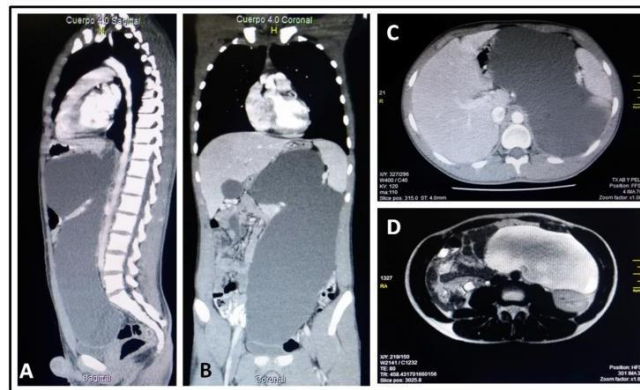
TC de abdomen y pelvis. A) Corte sagital de quiste retroperitoneal. B) Corte coronal: desplazamiento de estructuras adyacentes al quiste retroperitoneal. C) Corte axial: ocupación de hemiabdomen superior. D) RMN contrastada de abdomen: corte axial que muestra desplazamiento de vasos esplénicos por el quiste retroperitoneal.
